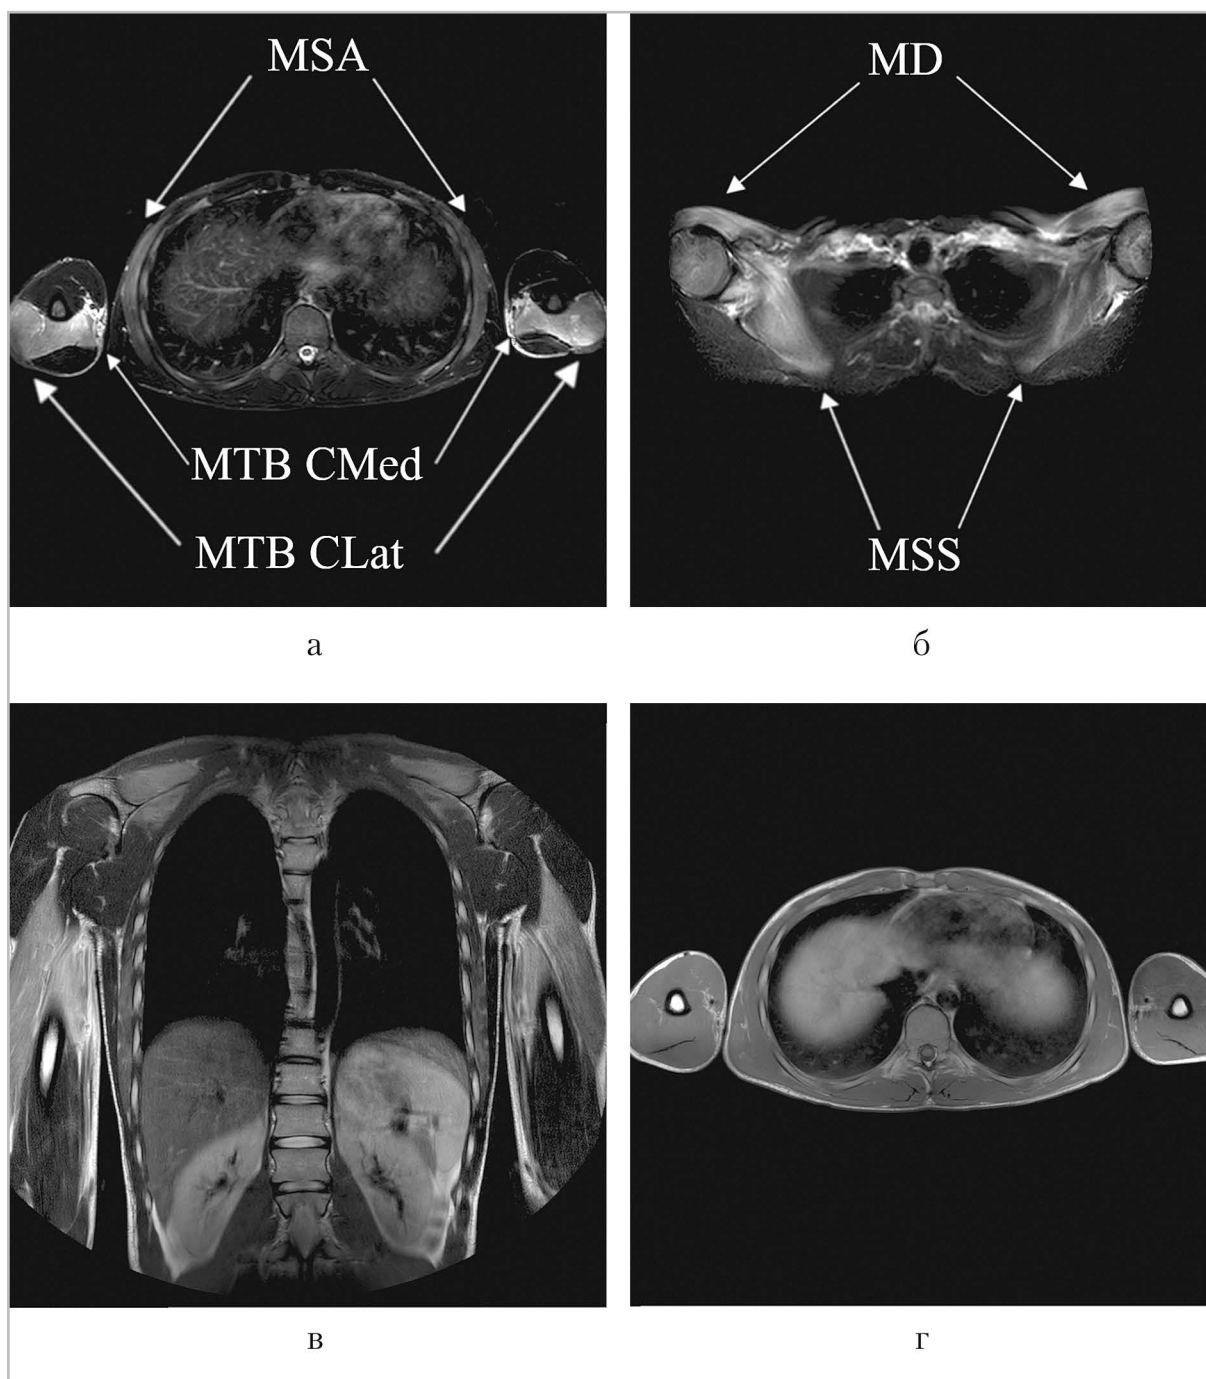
МР-томограммы области плечевого пояса и плеч на 3-й день заболевания: а — STIR, аксиальная плоскость на уровне средней трети плеча; б — STIR, аксиальная плоскость на уровне надключичной области; в — T2-ВИ, фронтальная плоскость; г — T1-ВИ, аксиальная плоскость на уровне средней трети плеча. MTB — musculus triceps brachii; CLat — capitum lateralis; CMed — capitum medialis; MSA — musculus serratus anterior; MD — musculus deltoideus; MSS — musculus supraspinatus
